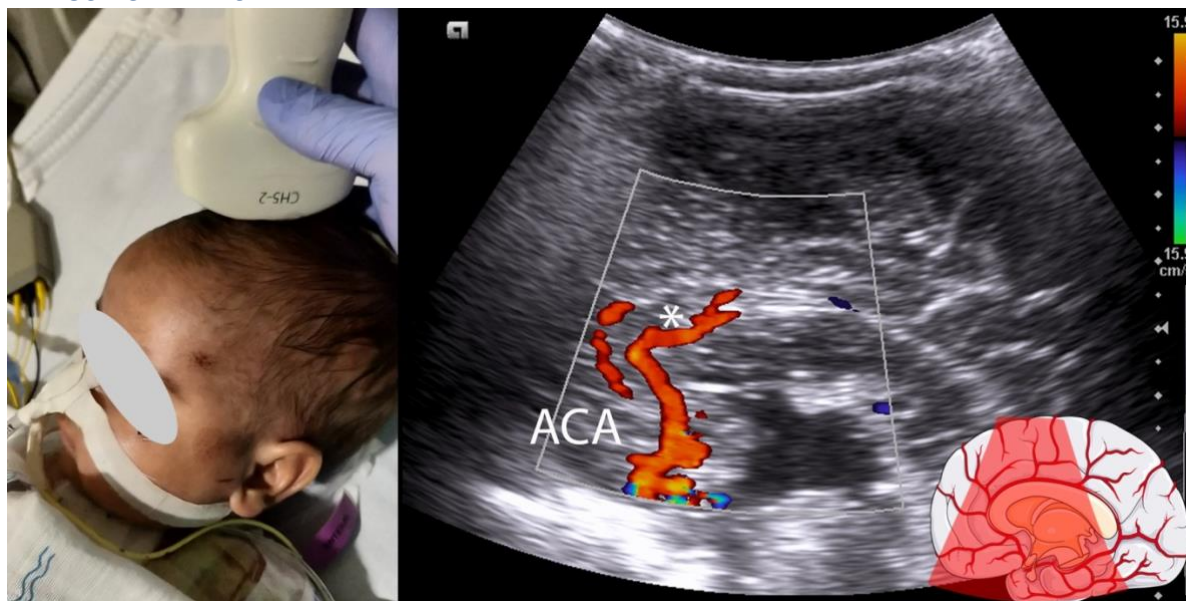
Ventana transfontanelar. Se coloca el transductor en un plano sagital con la marca dirigida hacia la frente (izquierda). Vista de doppler color de la ACA a través de la ventana transfontanelar. La rama pericallosa está señalada con un asterisco.
